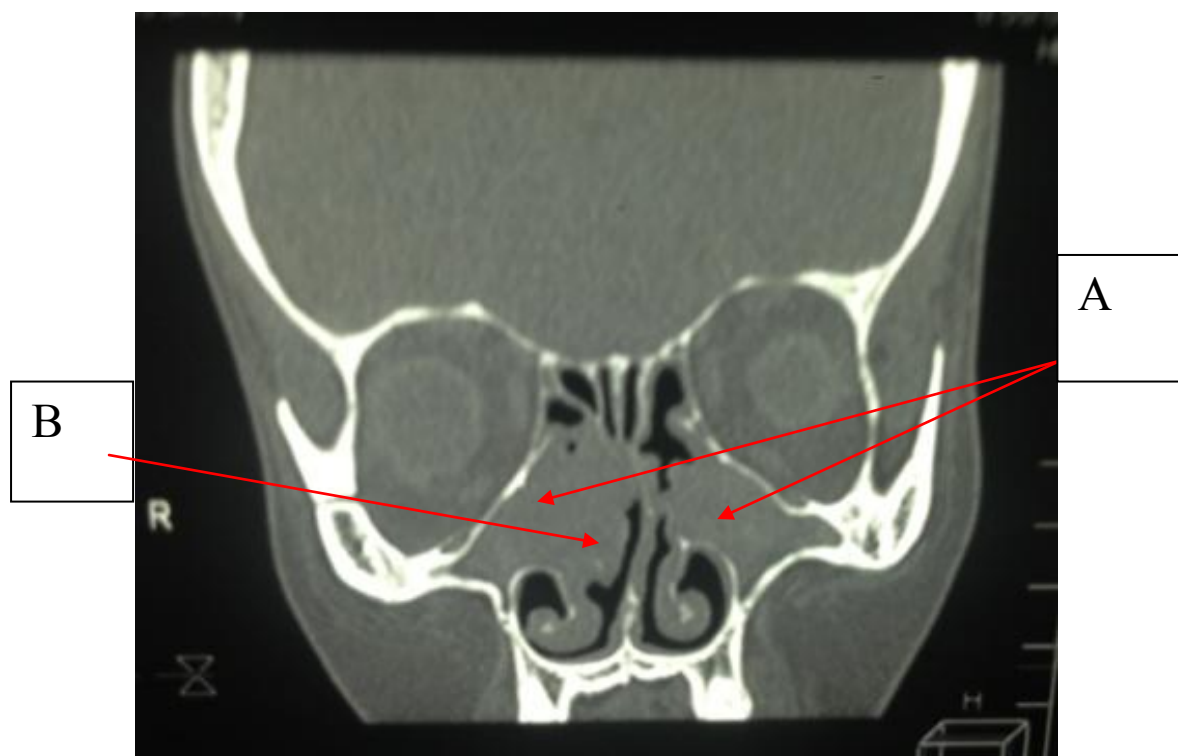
КТ пазух носа пациентки Г., Тотальное затенение верхнечелюстных пазух (А). Полипы в полости носа, медиальный пролапс латеральной стенки правой верхнечелюстной пазухи (В).
